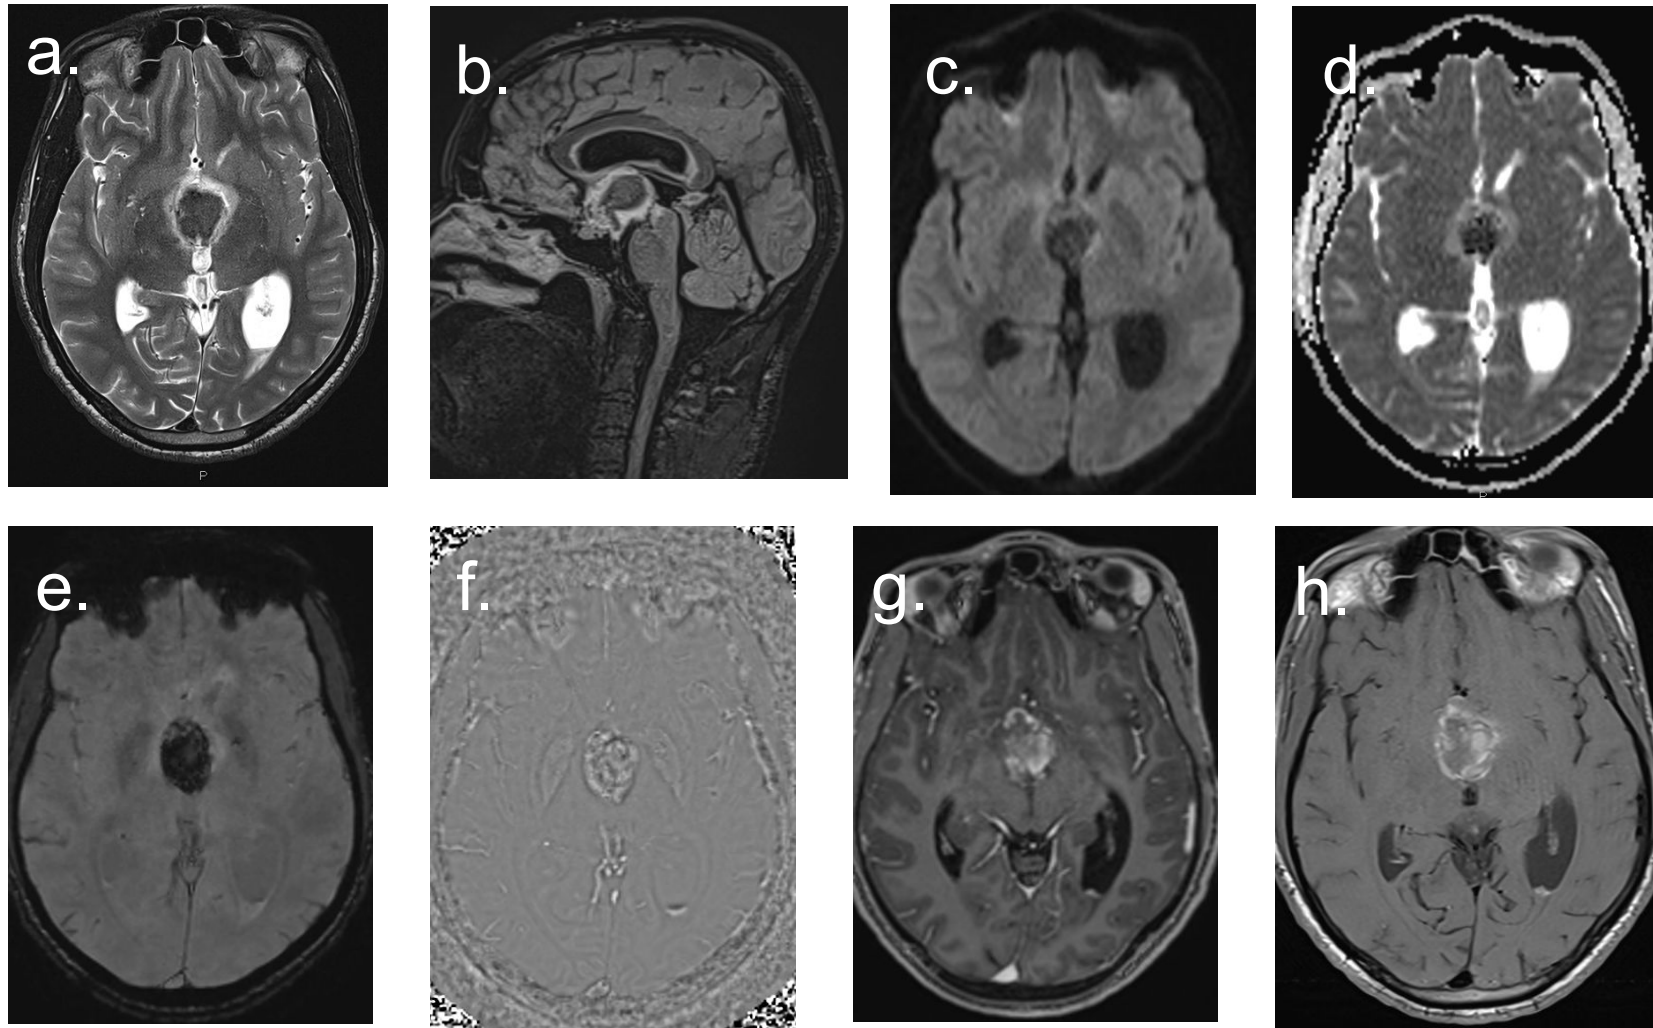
RM cerebral: (a) T2 axial, (b) FLAIR sagital, (c) difusión (DWI), (d) mapa ADC, (e-f) susceptibilidad magnética (SWI), (g) T1 postcontraste y (h) T1 sangre negra. Lesión de línea media supraselar-interpeduncular, con componente hemorrágico, sin restricción significativa en difusión, realce periférico, hallazgos compatibles con glioma de línea media. La anatomía patológica confirma glioma difuso de línea media, H3-wildtype, IDH-wildtype, BRAF no reordenado, N.O.S., CNS WHO grado 4.
